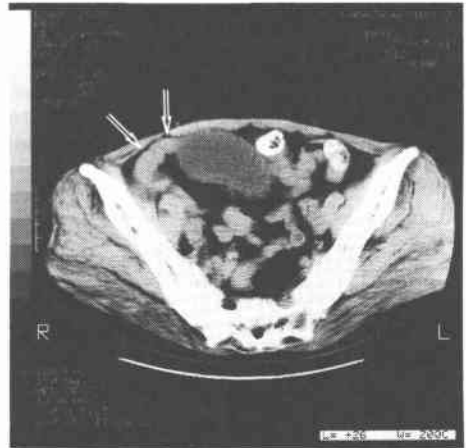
Abdominal CT scan (Patient 4). Empty intestine was observed adjacent to the anal end of the dilated jejunum (arrows).
